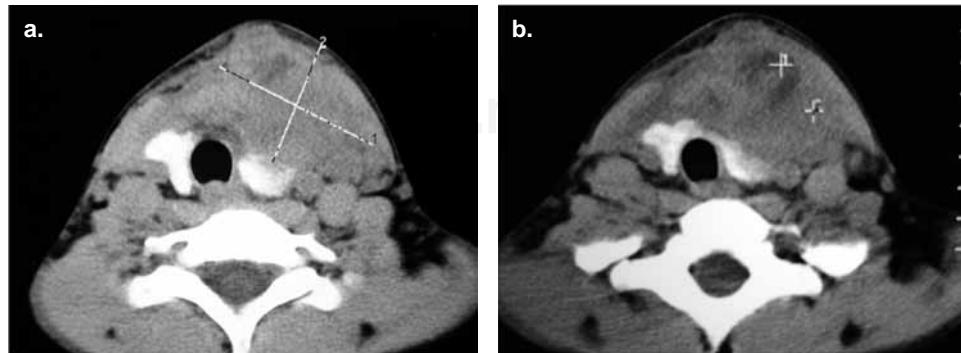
TC de cuello que muestra el gran aumento de volumen en tiroides de predominio izquierdo (a) con zonas de necrosis intralesional como muestran las señales (b).
